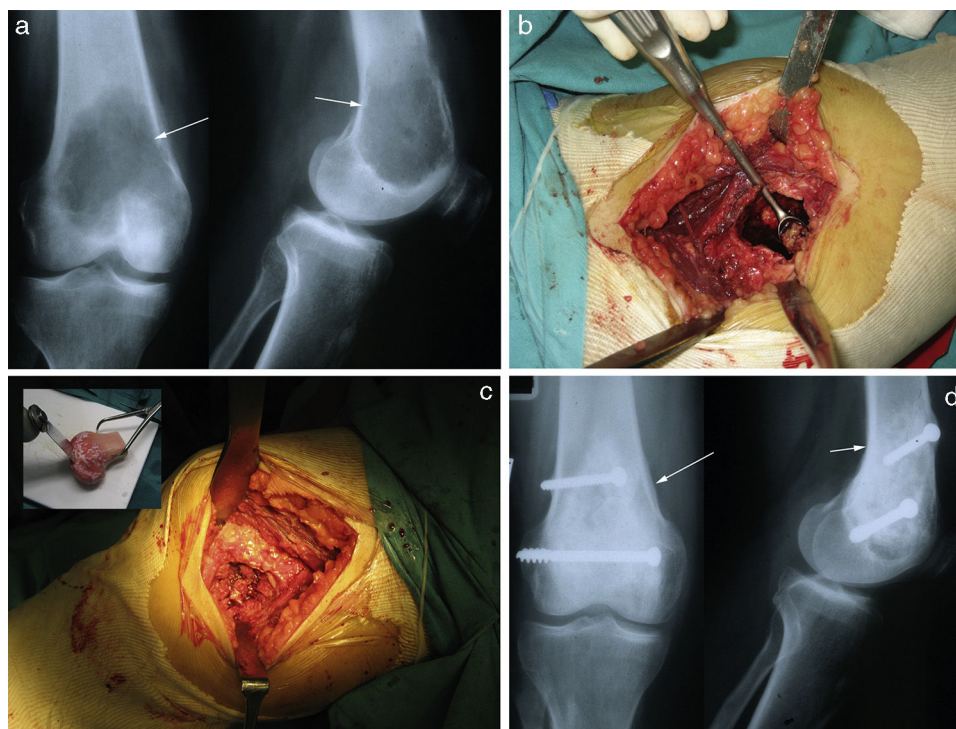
Composición de un TCGO de fémur distal. a) Obsérvense imágenes de radiografía simple anteroposterior y lateral mostrando una lesión lítica metafisoepifisaria de cóndilo femoral interno, excéntrica que adelgaza la cortical sin romperla, con márgenes mal definidos, sin reacción perióstica. b) Tratamiento mediante resección intralesional por legrado agresivo y fresado a alta velocidad. c) Aporte de injerto esponjoso homólogo fragmentado y estructural corticoesponjoso en marquetería, fijado con tornillos. d) Control evolutivo mediante radiografías simples donde se observa la correcta integración del injerto.
